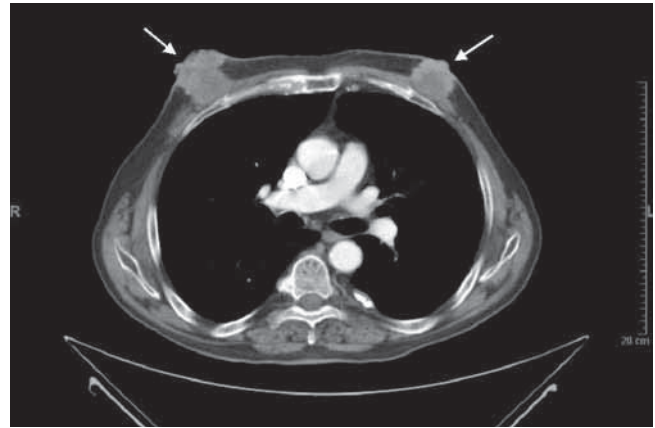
Tomografía computada de tórax, con tumores retroareolares. Las flechas blancas indican que infiltran la piel y el plano muscular pectoral.
